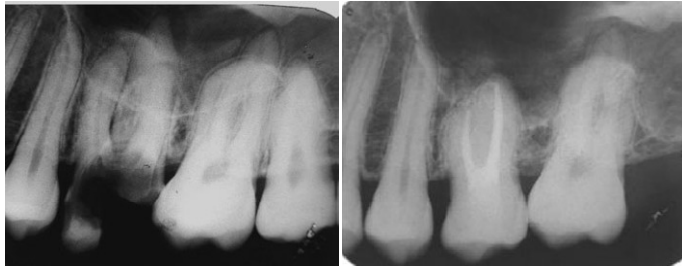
Autotransplante de um terceiro molar com desenvolvimento radicular completo para substituição de um primeiro molar (radiografia inicial – imagem da esquerda; radiografia do follow-up após cinco anos – imagem da direita).<sup>1</sup>
